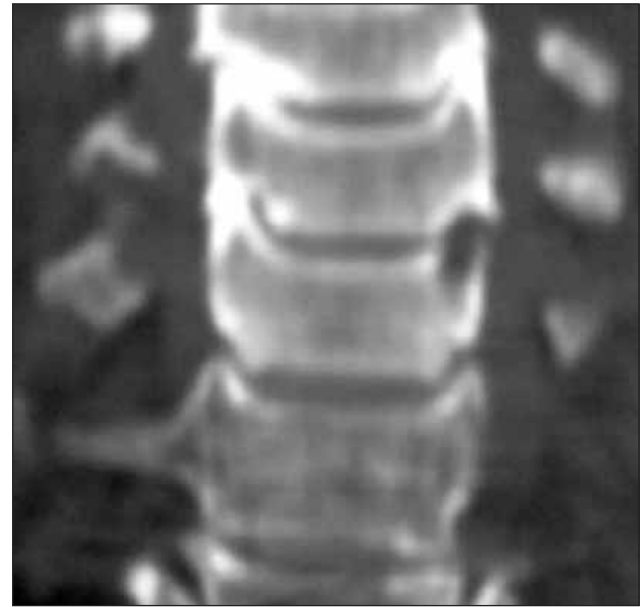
Olgu 1'e ait BT incelemesi disk hernisi bulunan seviyede kalsifiye lezyonu göstermekte.
